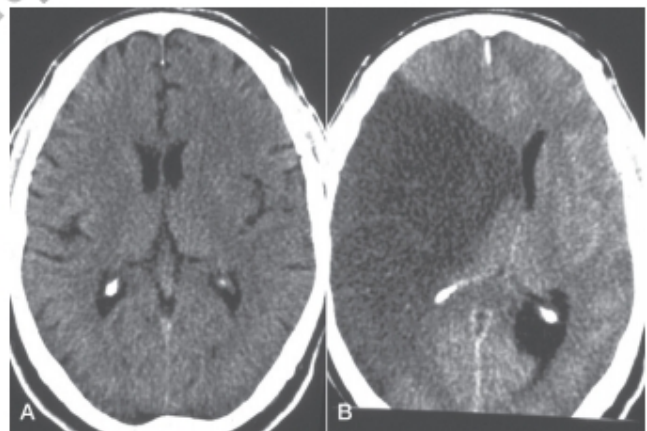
Edema isquémico maligno. A. TC craneal normal en el momento del ingreso. B. Gran edema con desplazamiento de la línea media a las 24 horas.
